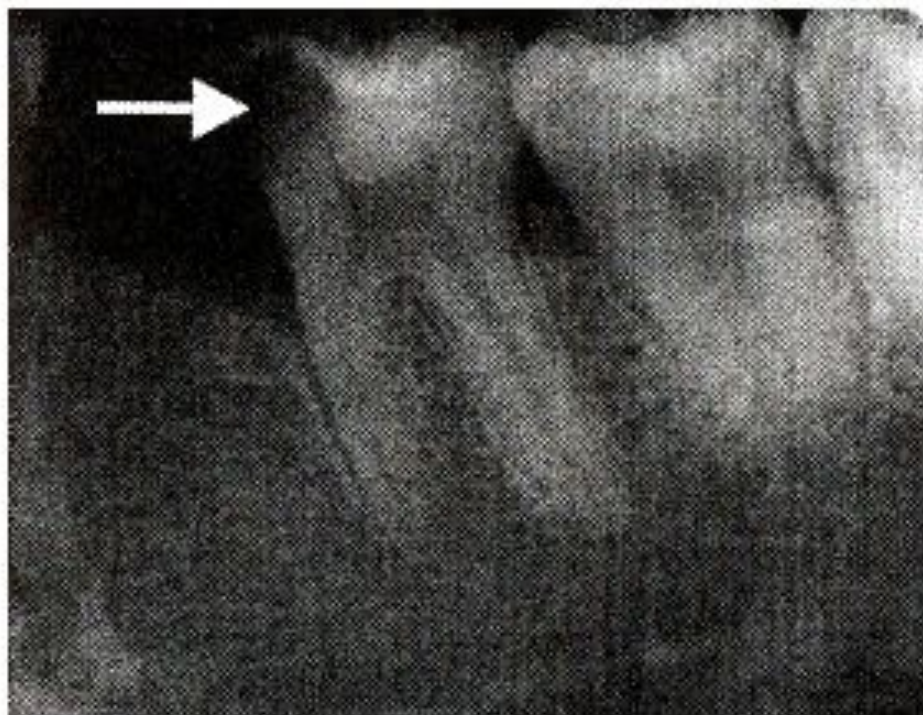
Внутриротовая периапикальная рентгенограмма. Кариозная полость на медиальной поверхности 36.
